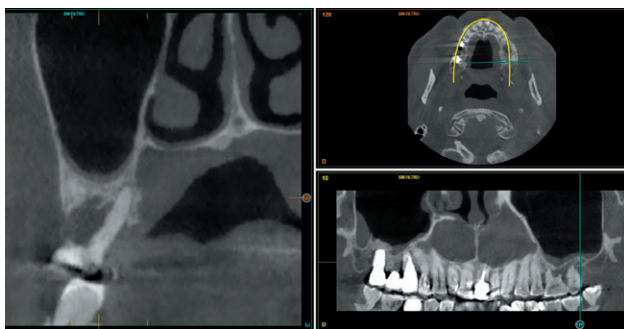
El CBCT diagnóstico confirma que tanto 26 como 27 presentan pérdida de hueso horizontal y vertical y exposición de furcas, además de la sintomatología clínica de dolor y movilidad grado III, por lo que se planifica su extracción y regeneración con PRGF-Endoret para la posterior colocación de implantes en la zona.
